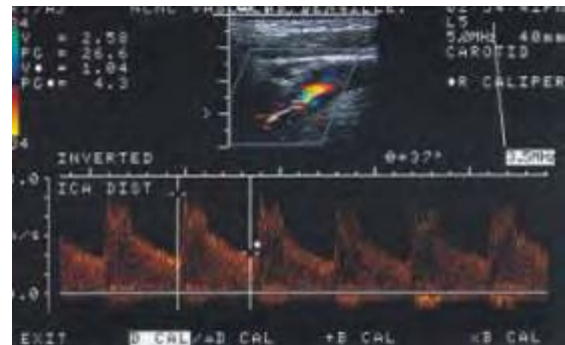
Eco doppler carotídeo
